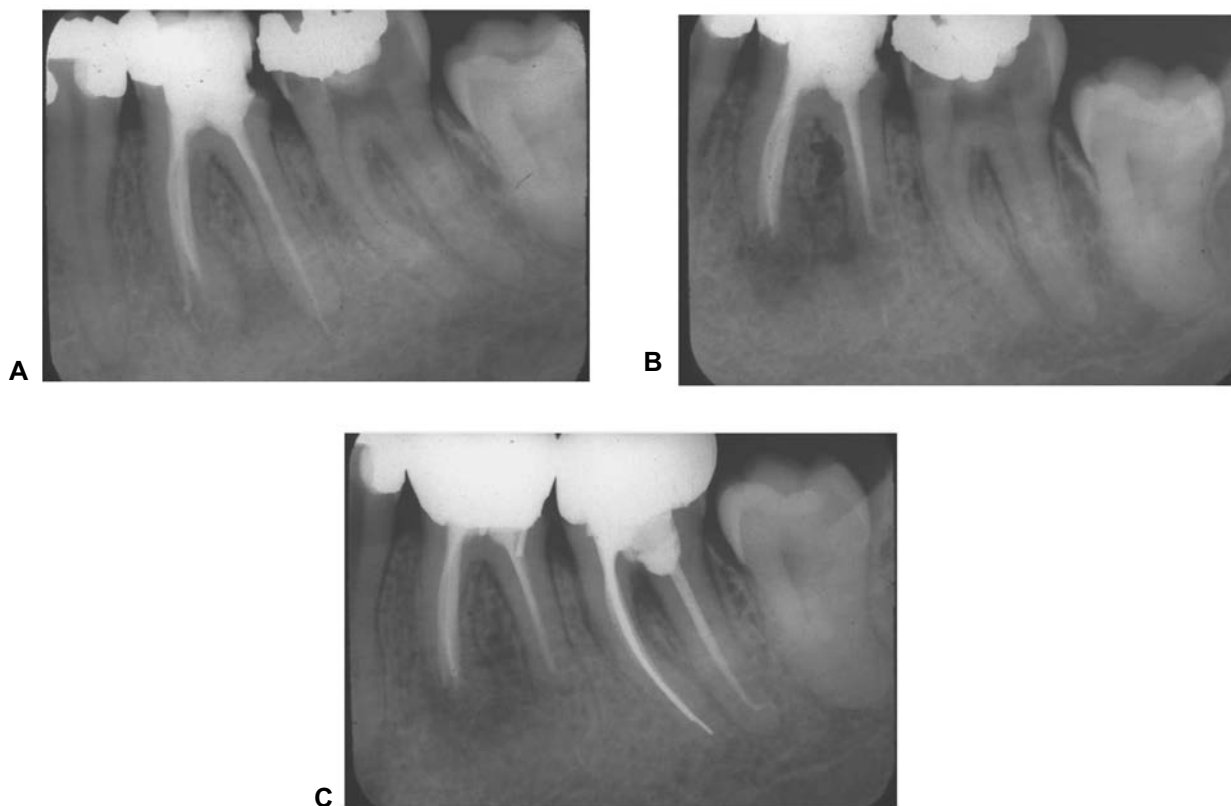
Primer molar inferior con perforación endodóncica a periodonto en la raíz mesial durante el tratamiento. (A) Radiografía inicial. (B) Apicectomía y remoción de la gutta-percha sobre obturada. (C) Reparación periapical después de 13 meses.
